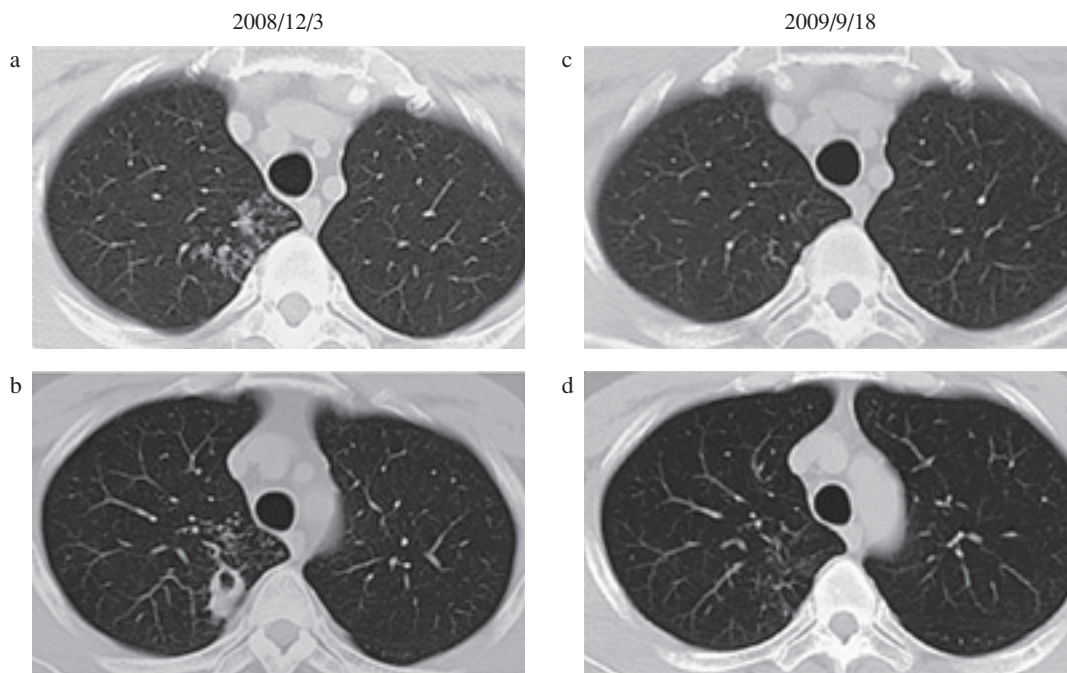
Chest CT scan shows cavity and centrilobular shadows in apex of right lung at presentation (a, b). 9 months after anti-tuberculosis treatment these lesions almost disappeared and scarred (c, d).
